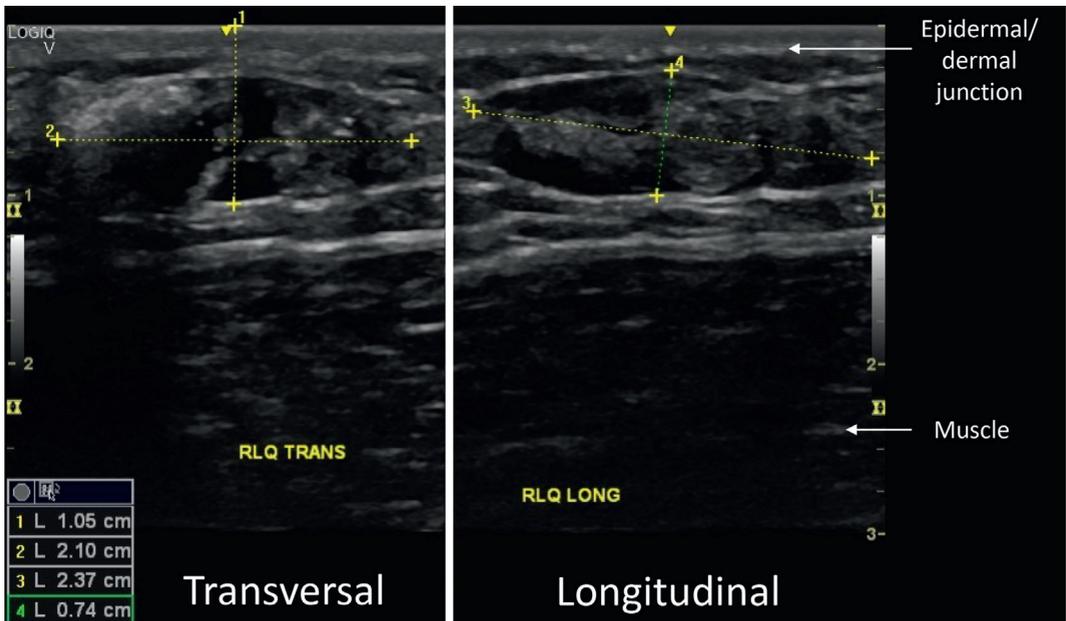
Échographie cutanée.
